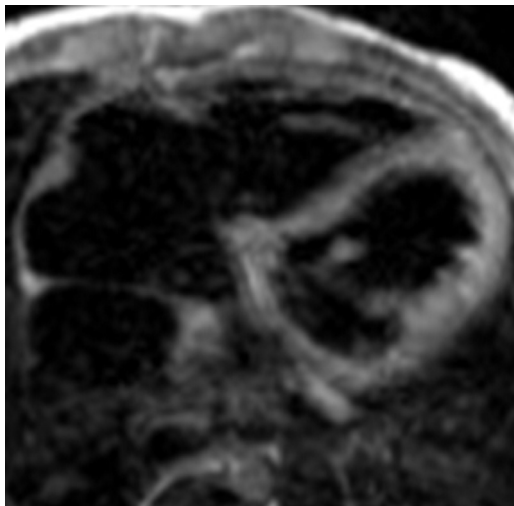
МР-томограмма пациента Б., 6 мес. МРТ сердца, в аксиальной плоскости. На T2-ВИ определяется диффузное неоднородное трансмуральное повышение МР-сигнала от миокарда обоих желудочков.
